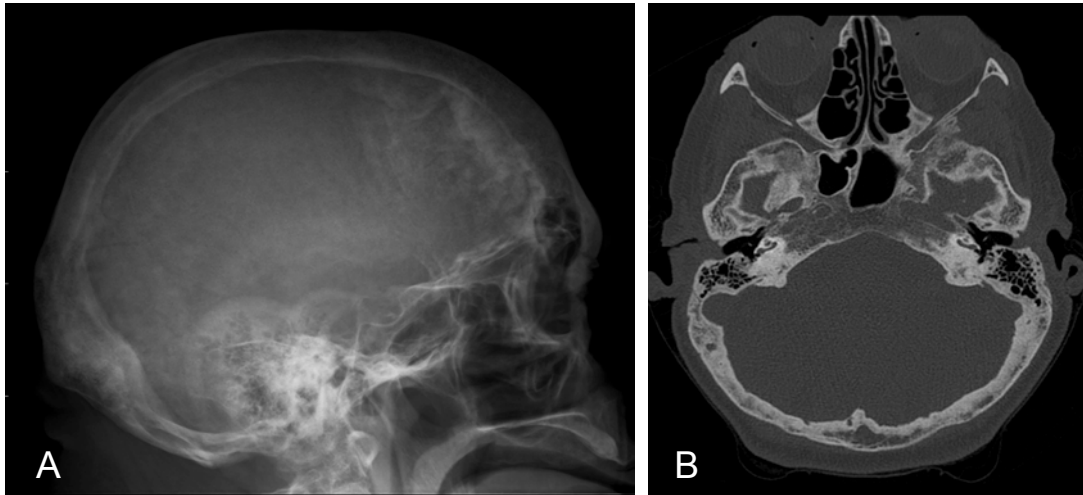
A: Afectación de calota por enfermedad de Paget en RX lateral de cráneo, donde se observa un dilatación del díploe y el típico aspecto algodónoso difuso que corresponde a la fase lítico-esclerosa parcheada de la enfermedad. B: Afectación de base de cráneo por enfermedad de Paget en sección axial de TC en ventana ósea que muestra engrosamiento difuso y desorganizado del díploe de la fosa craneal media y posterior.
